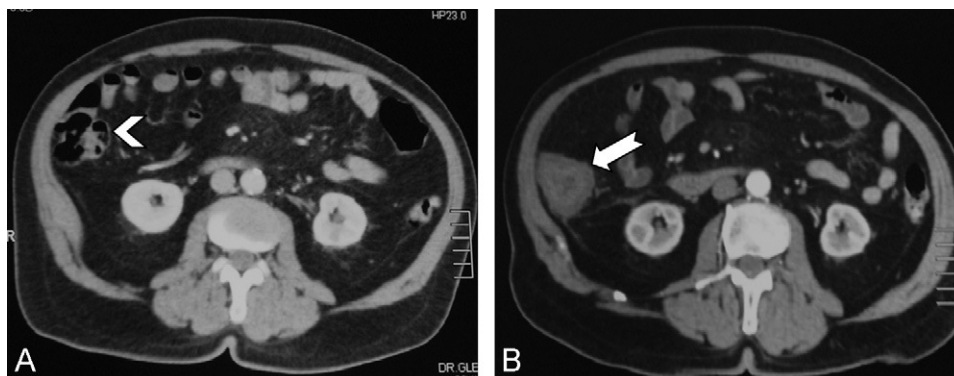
A) Corte axial de TC en agosto de 2008, que muestra un ángulo hepático normal (cabeza de flecha). B) Misma imagen un año más tarde, con masa en ángulo hepático (flecha).
